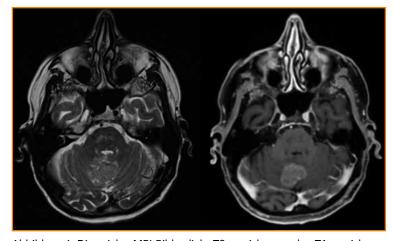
Die axialen MRI-Bilder, links T2-gewichtet, rechts T1-gewichtet mit Kontrastmittel. Für Details siehe Text.
